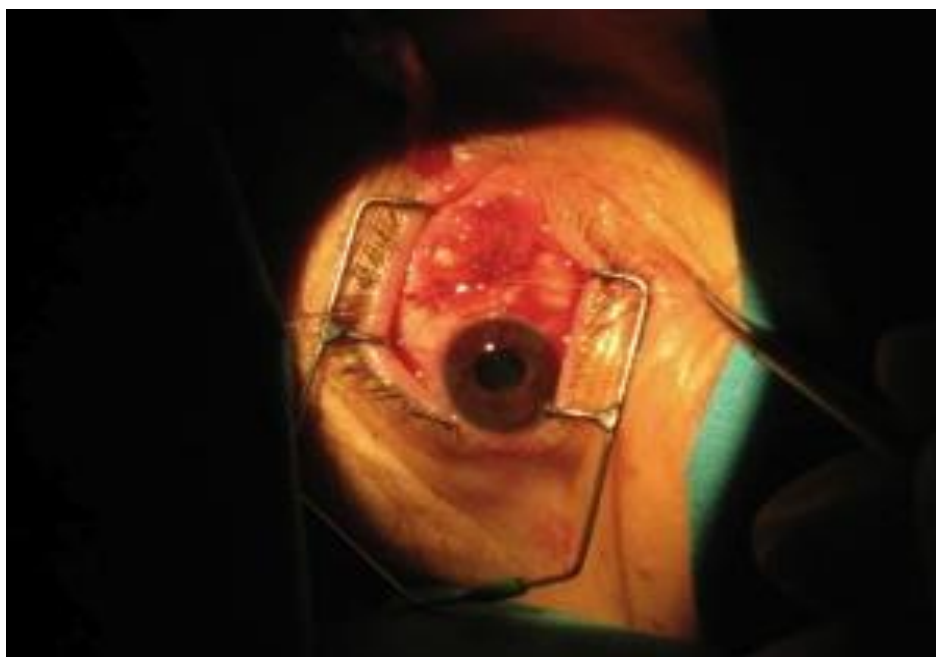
Leve midriasis en resección RM.
